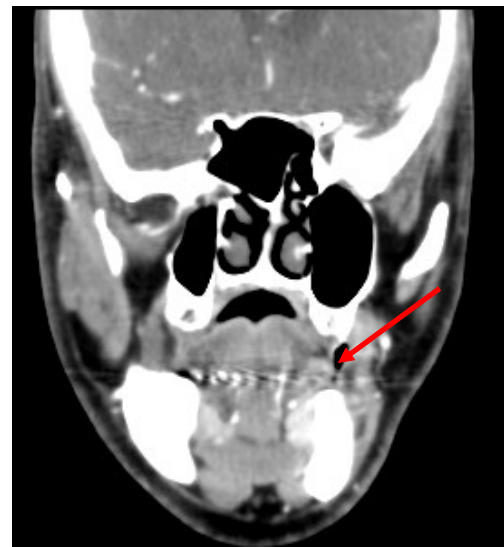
TC coronal con contraste.
